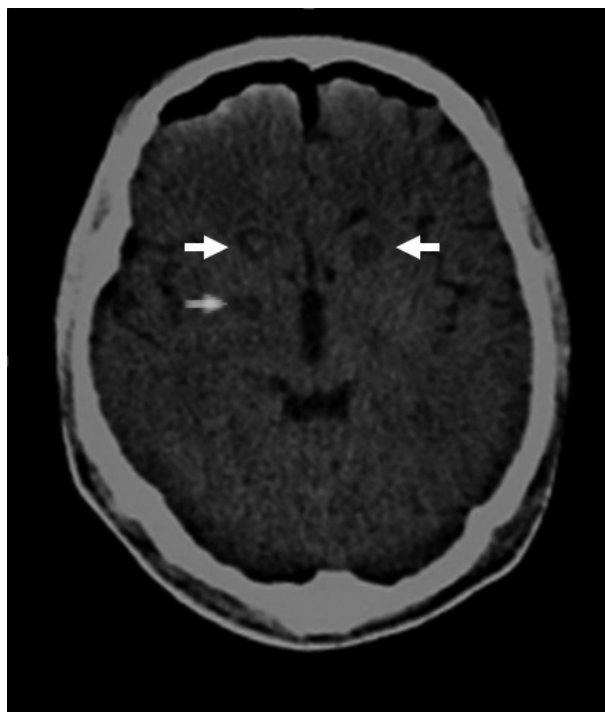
Estudio de tomografía computada postquirúrgica, corte axial. Las flechas blancas revelan la capsulotomía bilateral para el tratamiento de los síntomas del trastorno obsesivo compulsivo (TOC). La flecha gris indica la lesión del globo pálido interno (GPi) derecho para el tratamiento de los síntomas distónicos y de agresividad.
